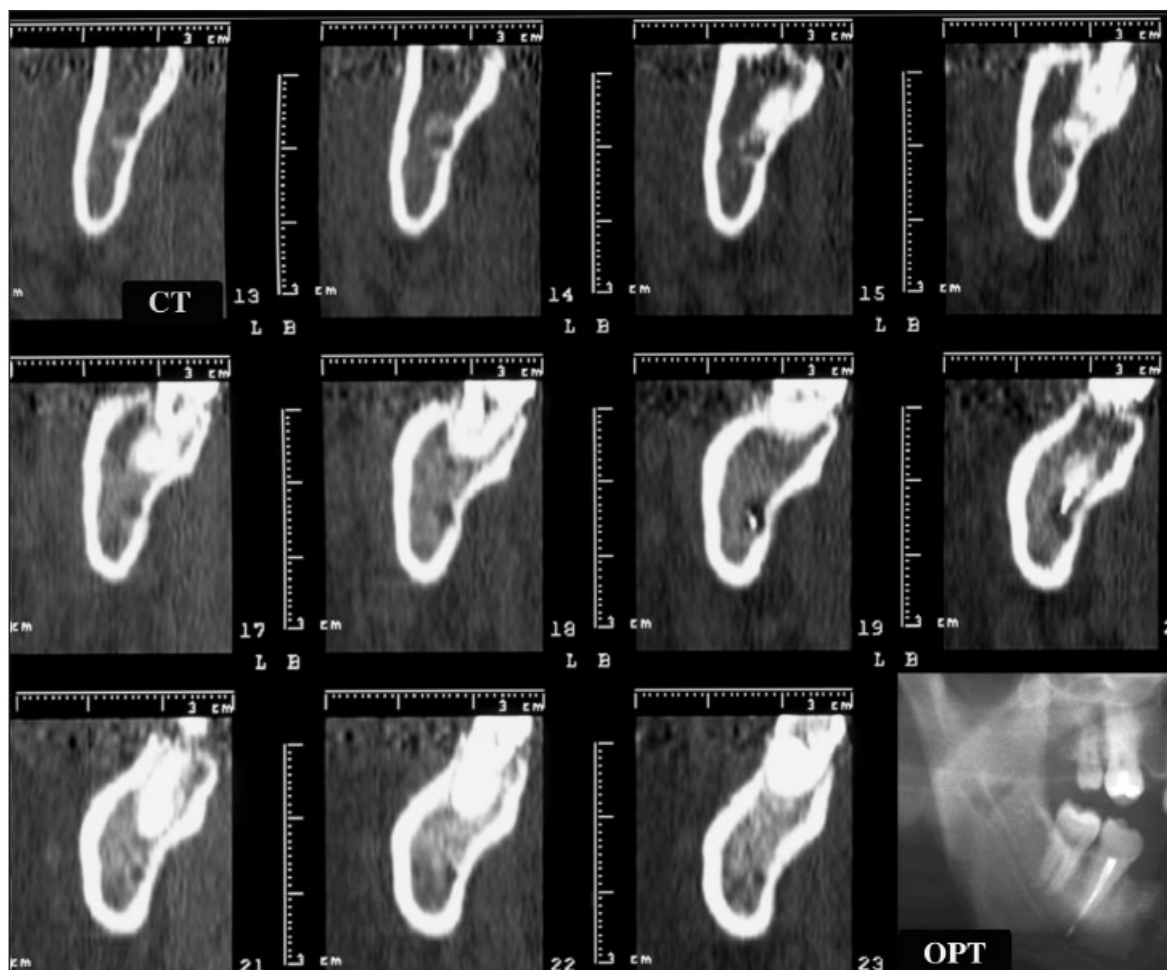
Analyse radiographique 3D montrant un contact entre le cône de gutta-percha extrudé au-delà de l'apex de la dent obturée et le pédicule alvéolaire inférieur : indication de réimplantation intentionnelle [72]
